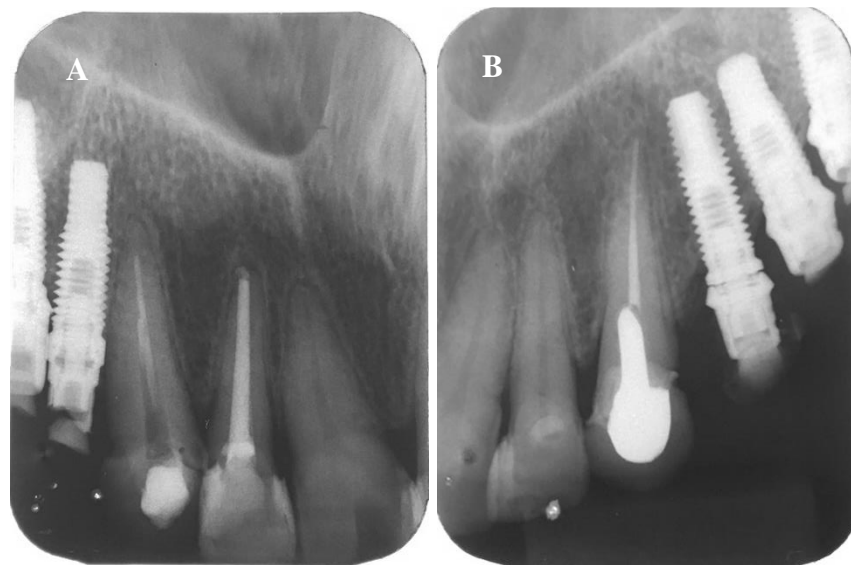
Radiografia periapical inicial pela técnica do paralelismo. Na radiografia (A) a imagem inicial dos dentes 12 e 13, o 12 previamente tratado e o 13 mostrando que haviam iniciado a remoção do material obturador. Na radiografia (B) o canal tratado mais coroa com núcleo metálico.
